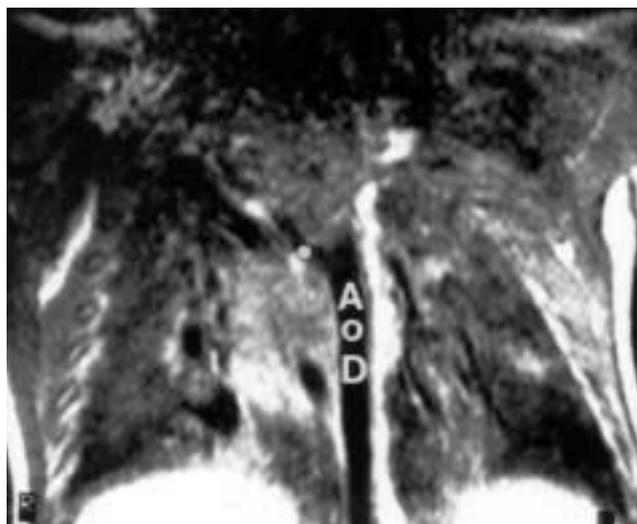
B). - Resonancia magnética en proyección coronal: aorta circunfleja moderadamente hipoplásica y aorta descendente a la izquierda de la columna de 7 mm. AoD = aorta descendente. Asterisco (*) = aorta circunfleja.
